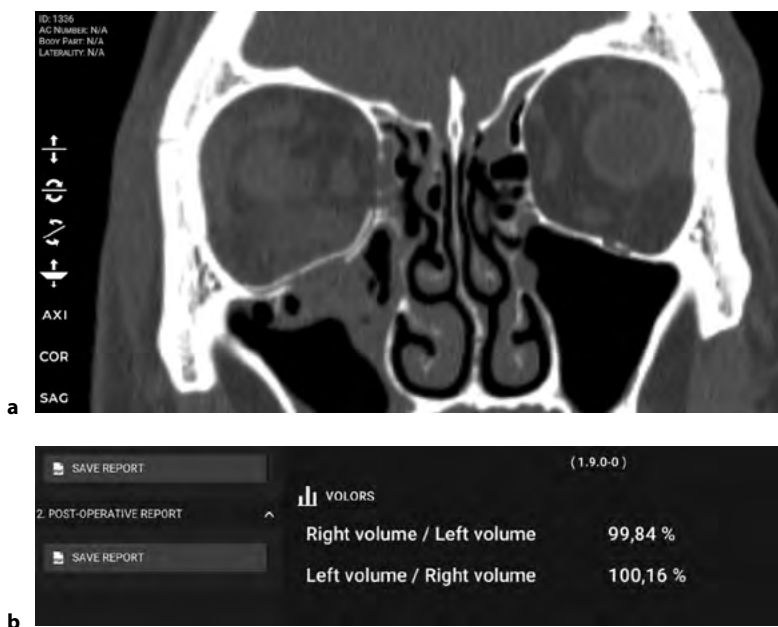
Оценка анатомически точного восстановления целостности стенок орбиты: а – экспертная оценка по результату компьютерной томографии; б – автоматизированная оценка в программном комплексе
